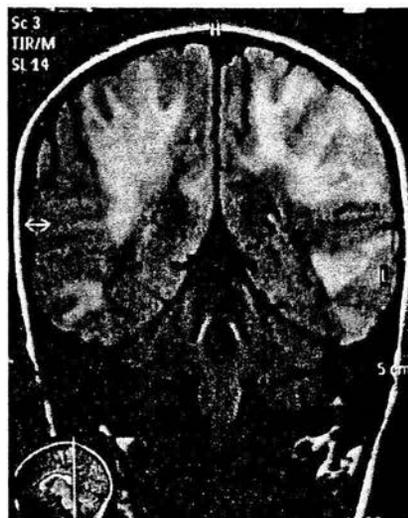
Femenino de 6 años con EMDA: Debut con cuadro de encefalopatía, crisis, cefalea y alteraciones del estado de conciencia. IRM corte coronal ponderada en FLAIR. Se aprecian imágenes difusas elongadas con afectación cortical.
